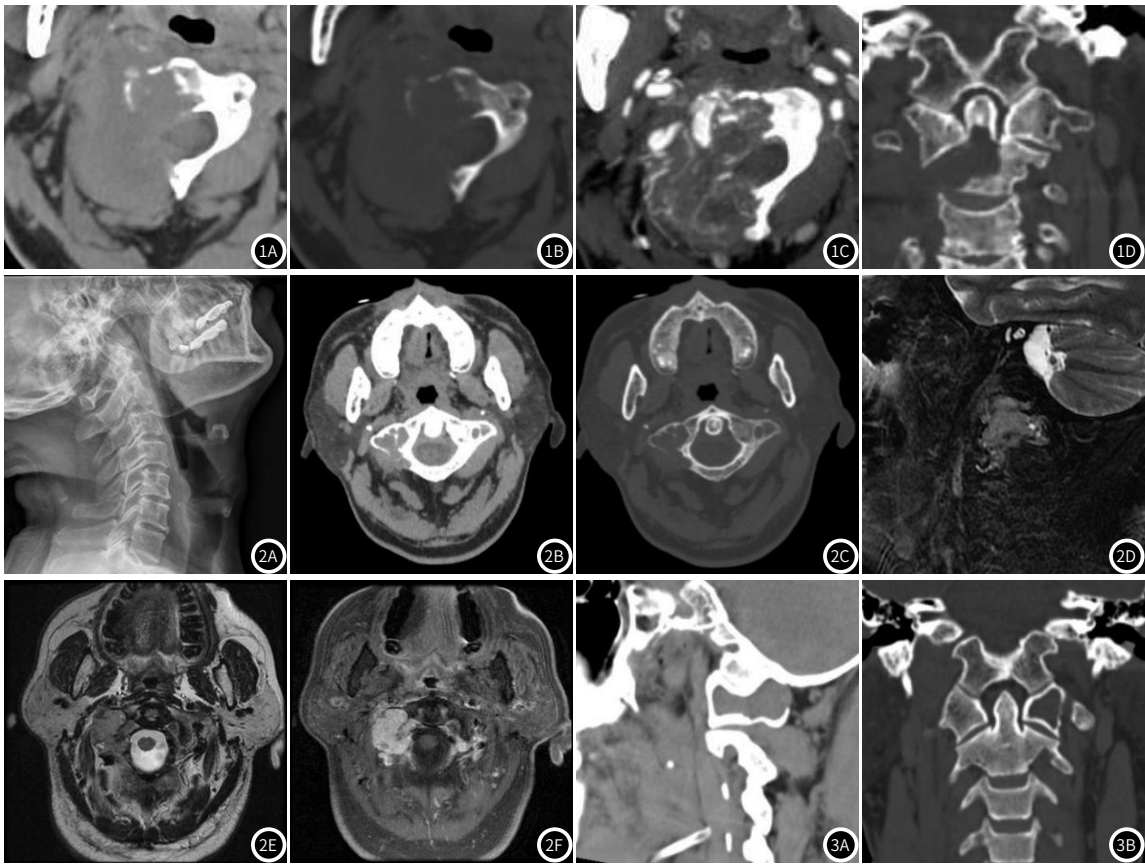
图1D 男, 67岁, 枢椎神经鞘瘤。图1A CT横轴位软组织窗示枢椎及其右侧附件轻度膨胀性、溶骨性骨破坏, 伴不规则软组织肿块影, 椎管内脊髓受压; 图1B 骨窗示枢椎及其右侧附件骨破坏区溶骨彻底, 边缘见轻度硬化边; 图1C 增强扫描呈不均匀中度强化、内夹杂斑片状无强化区及多发血管影; 图1D 冠状位示肿瘤累及齿状突。
